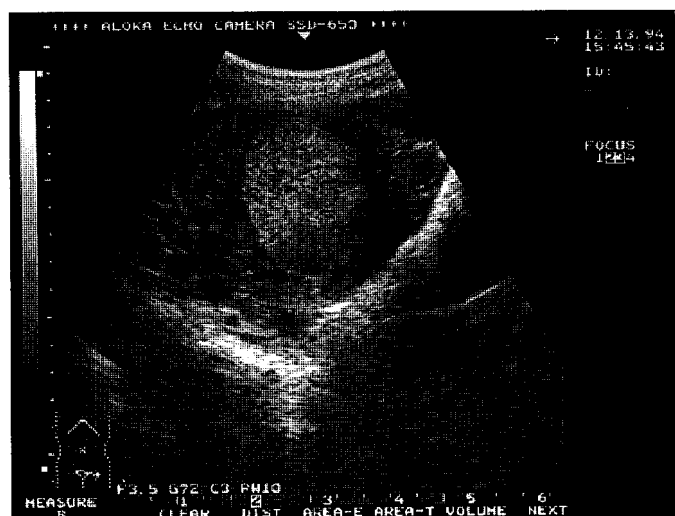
Ультразвуковая томограмма больной Ц. с диагнозом хориокарцинома, полученная с помощью трансабдоминального датчика (частота 3,5 МГц) в поперечной плоскости. Здесь и на рис. 2—7 стрелками обозначена опухоль.
